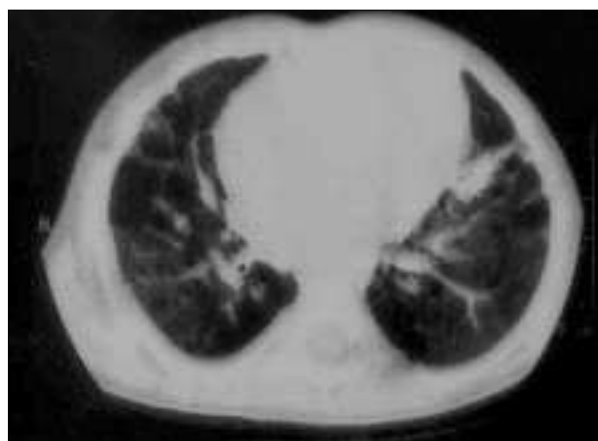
Displasia broncopulmonar. TC torácica que muestra atelectasias múltiples bilaterales.
